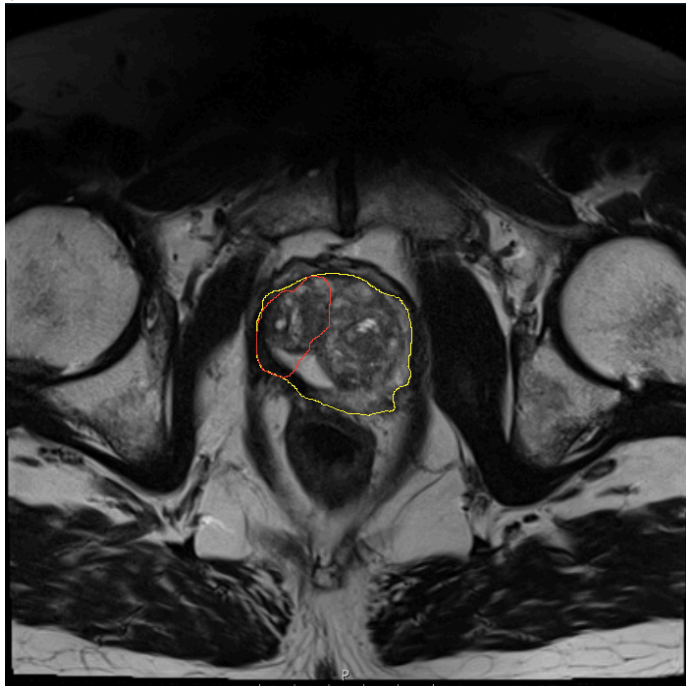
Lagekorrigierte und intraprostatistische ROI (rot) – zur Darstellung des HIFU-Ablationsareals im postoperativen MRT und die Prostatakapsel (gelb)
